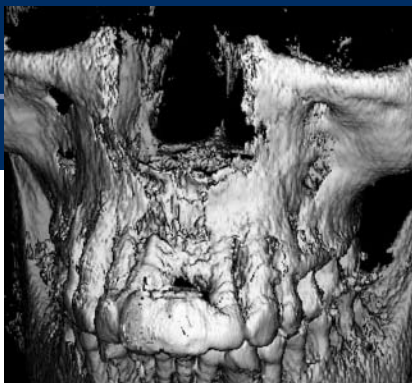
Orthopantomogramm und dreidimensional rekonstruiertes DVT zur Bestimmung des vorhandenen Knochenangebots.
